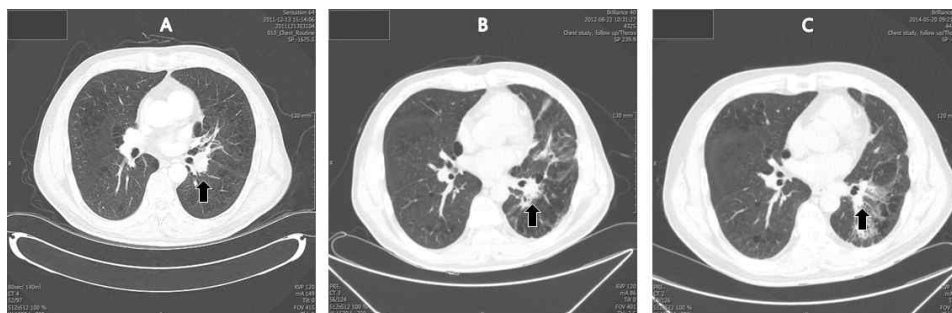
Computed tomography (CT) scan showing the response of lung cancer.
